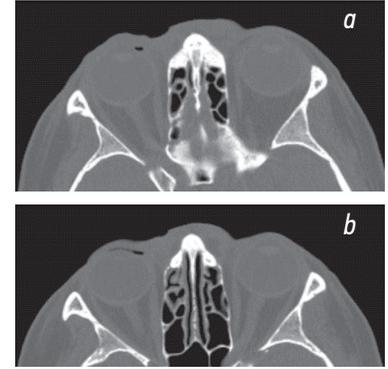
Спиральная компьютерная томограмма орбит: *a, b* — пузырьрёк воздуха в области верхнего века справа
